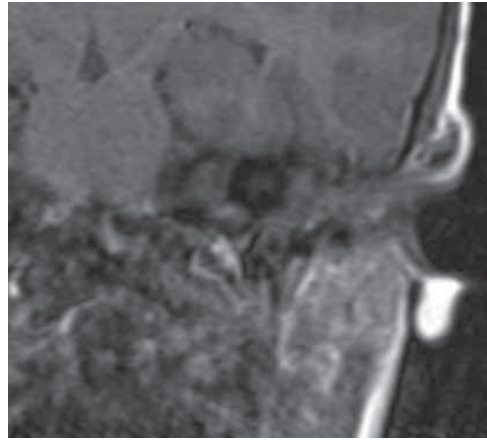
Магнитно-резонансная томография головы пациентки 3 лет, коронарная проекция, T1-режим. Выявлен гипоинтенсивный сигнал от опухолевого образования (та же пациентка)
